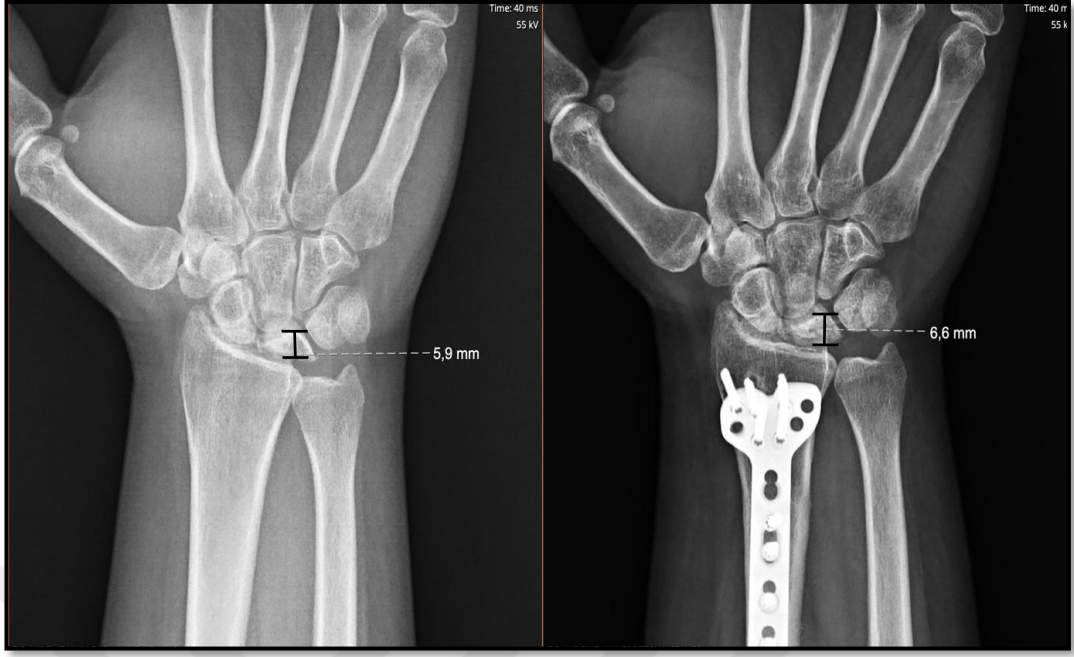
Kienböck hastalığı değerlendirmesinde ulnar varyans grafisi
